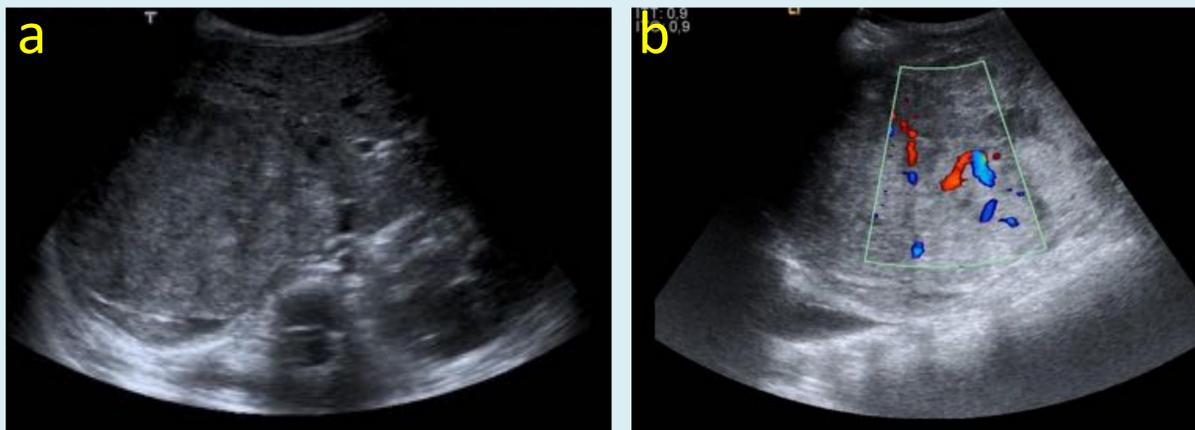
Ecografía en modo B (a) y doppler (b). Niño de 4 años con traumatismo abdominal. Masa de ecogenicidad heterogénea situada en el LHD, que presenta vascularización central demostrada mediante doppler color
